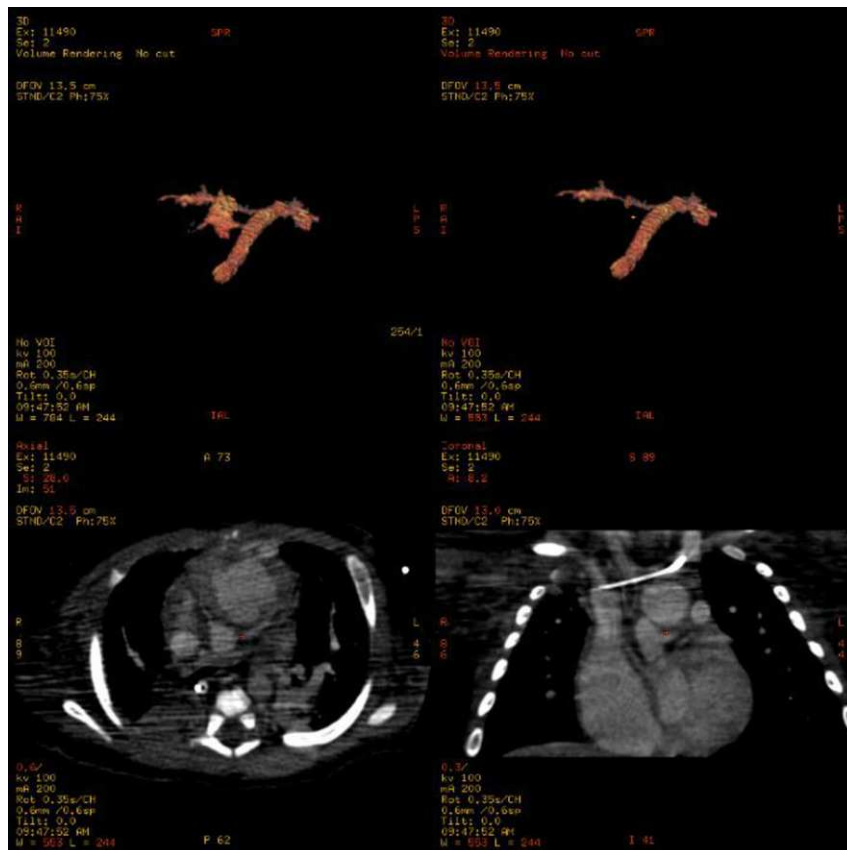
Reconstrucción de angio-TC torácica: obstrucción casi completa de la arteria pulmonar derecha por trombo.
